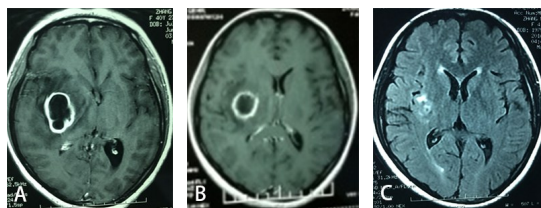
右侧岛叶基底节区脓肿立体定向脑脓肿穿刺冲洗术前后MRI
